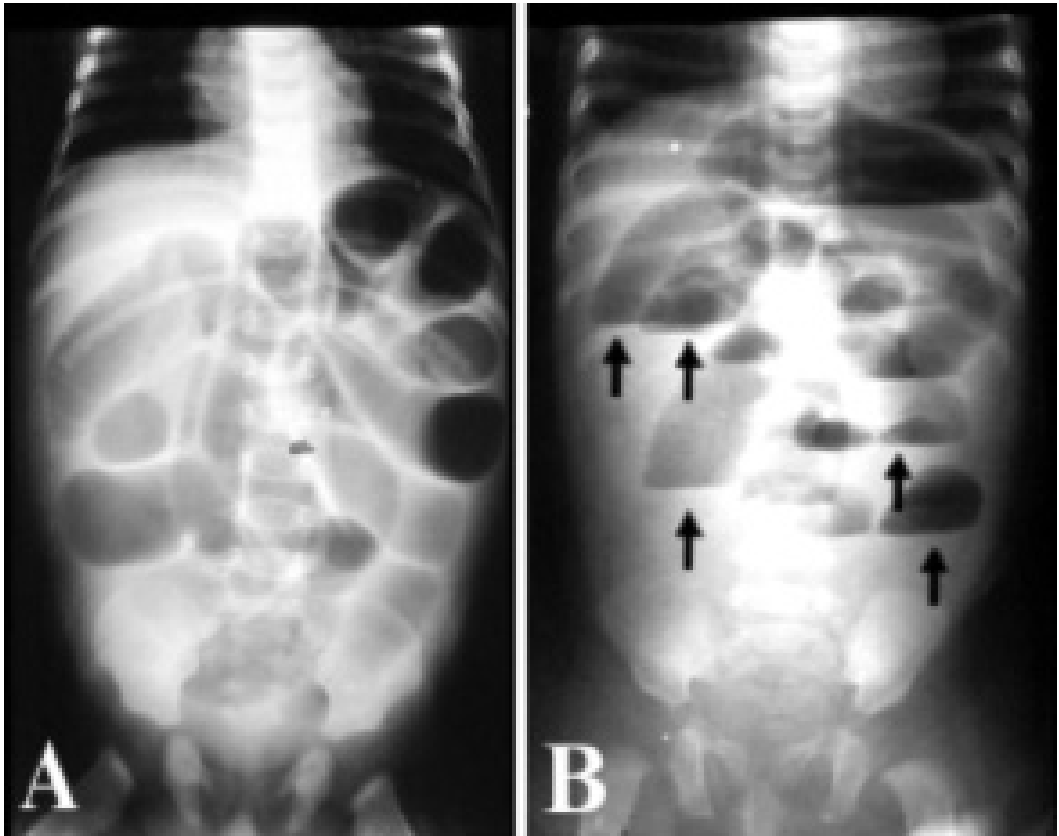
OBSTRUÇÃO INTestinal. RX DE ABDOME EM DECÚBITO DORSAL E EM ORTOSTATISMO. A) RADIOGRAFIA EM DECÚBITO EVIDENCIANDO DISTENSÃO DIFUSA DE ALÇAS INTestinalAIS, E B) RADIOGRAFIA EM ORTOSTATISMO: PRESENÇA DE NÍVEIS HIDROAÉREOS, NA MESMA ALÇA E NÍVEIS DIFERENTES, DIFUSOS PELO ABDOME (SETAS).
